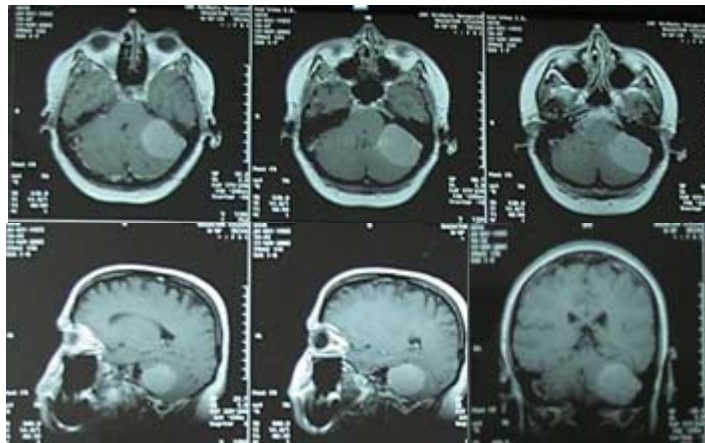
МРТ больной К. от 19.11.05 с контрастным усилением – опухоль левого ММУ
